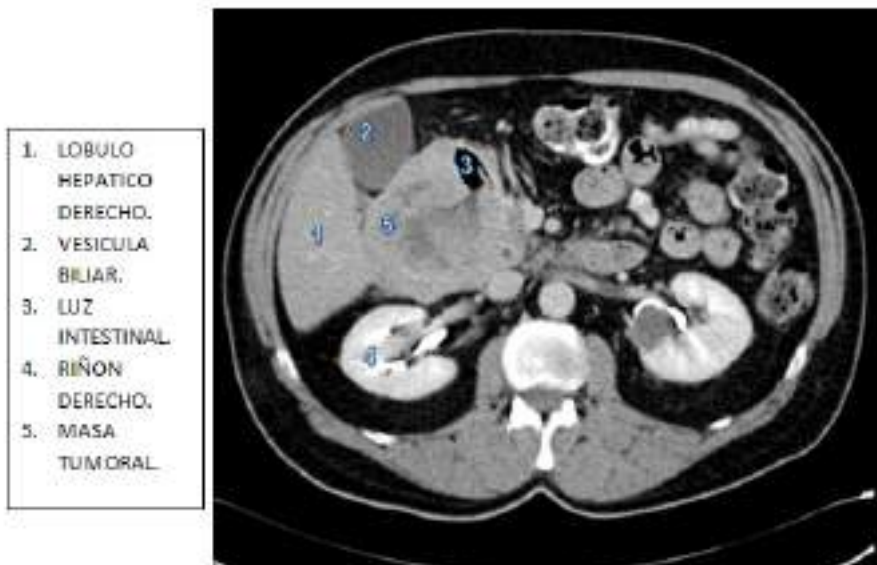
Corte transversal de TC abdominal, con masa tumoral dependiente de pared duodenal.
